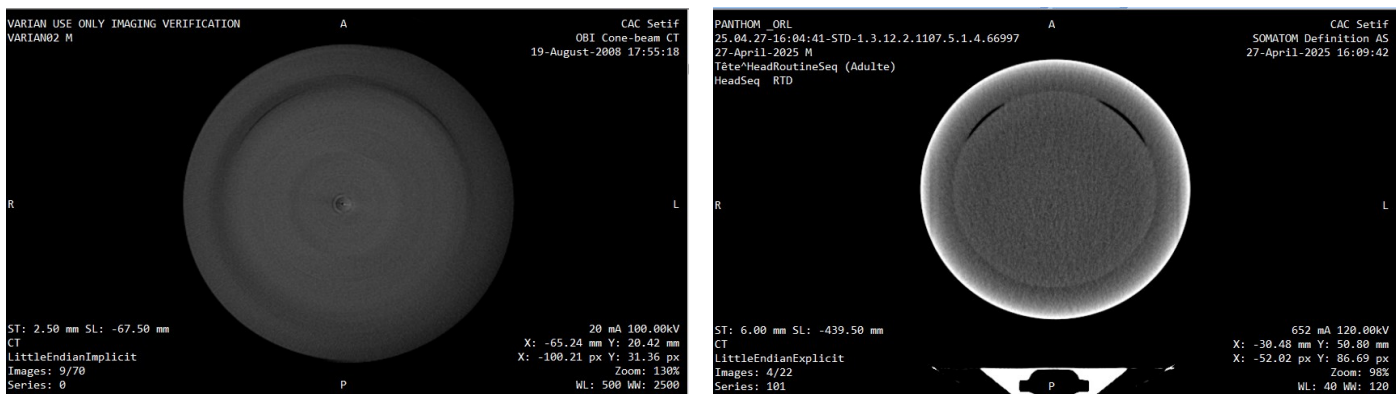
Comparaison visuelle des artéfacts entre le CBCT et le CT
